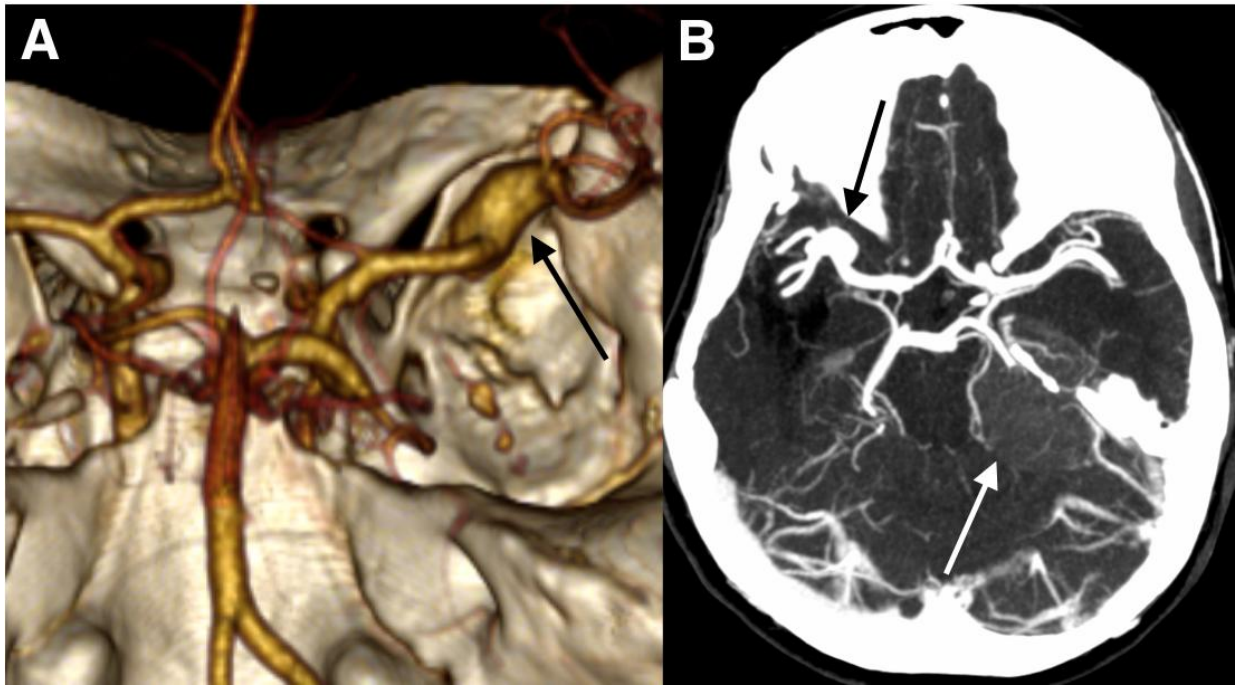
Angiografie prin computer tomografie. Forma fuziformă a anevrismului cerebral. A, B – femeie, 40 de ani, anevrism fuziform al arterei cerebrale medii pe dreapta (săgeata neagră), asociată cu meningiom de piramidă a osului temporal pe stânga (săgeata albă).
